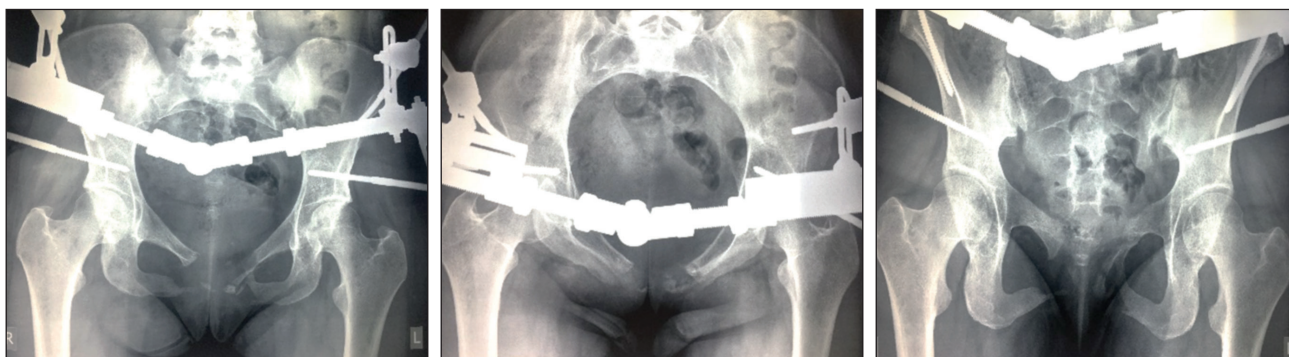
Рентгенограммы пациентки С. через 4 мес после операции.
